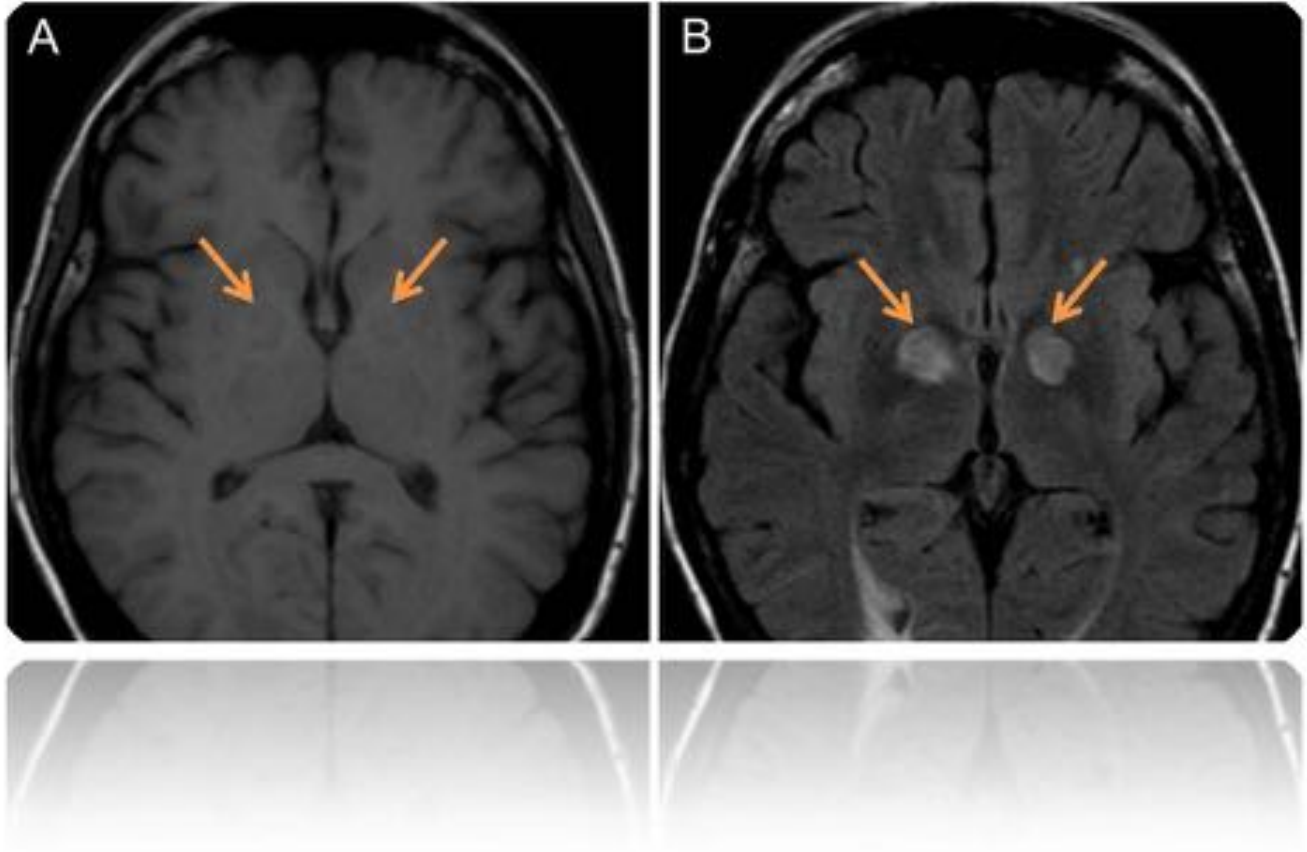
RM cerebral, planos axiales en secuencias potenciadas en T1 (A) y FLAIR (B) que ponen de manifiesto una tenue hipointensidad en ambos globos pálidos en la secuencia T1 que son hiperintensas en la secuencia FLAIR (flechas naranjas).
